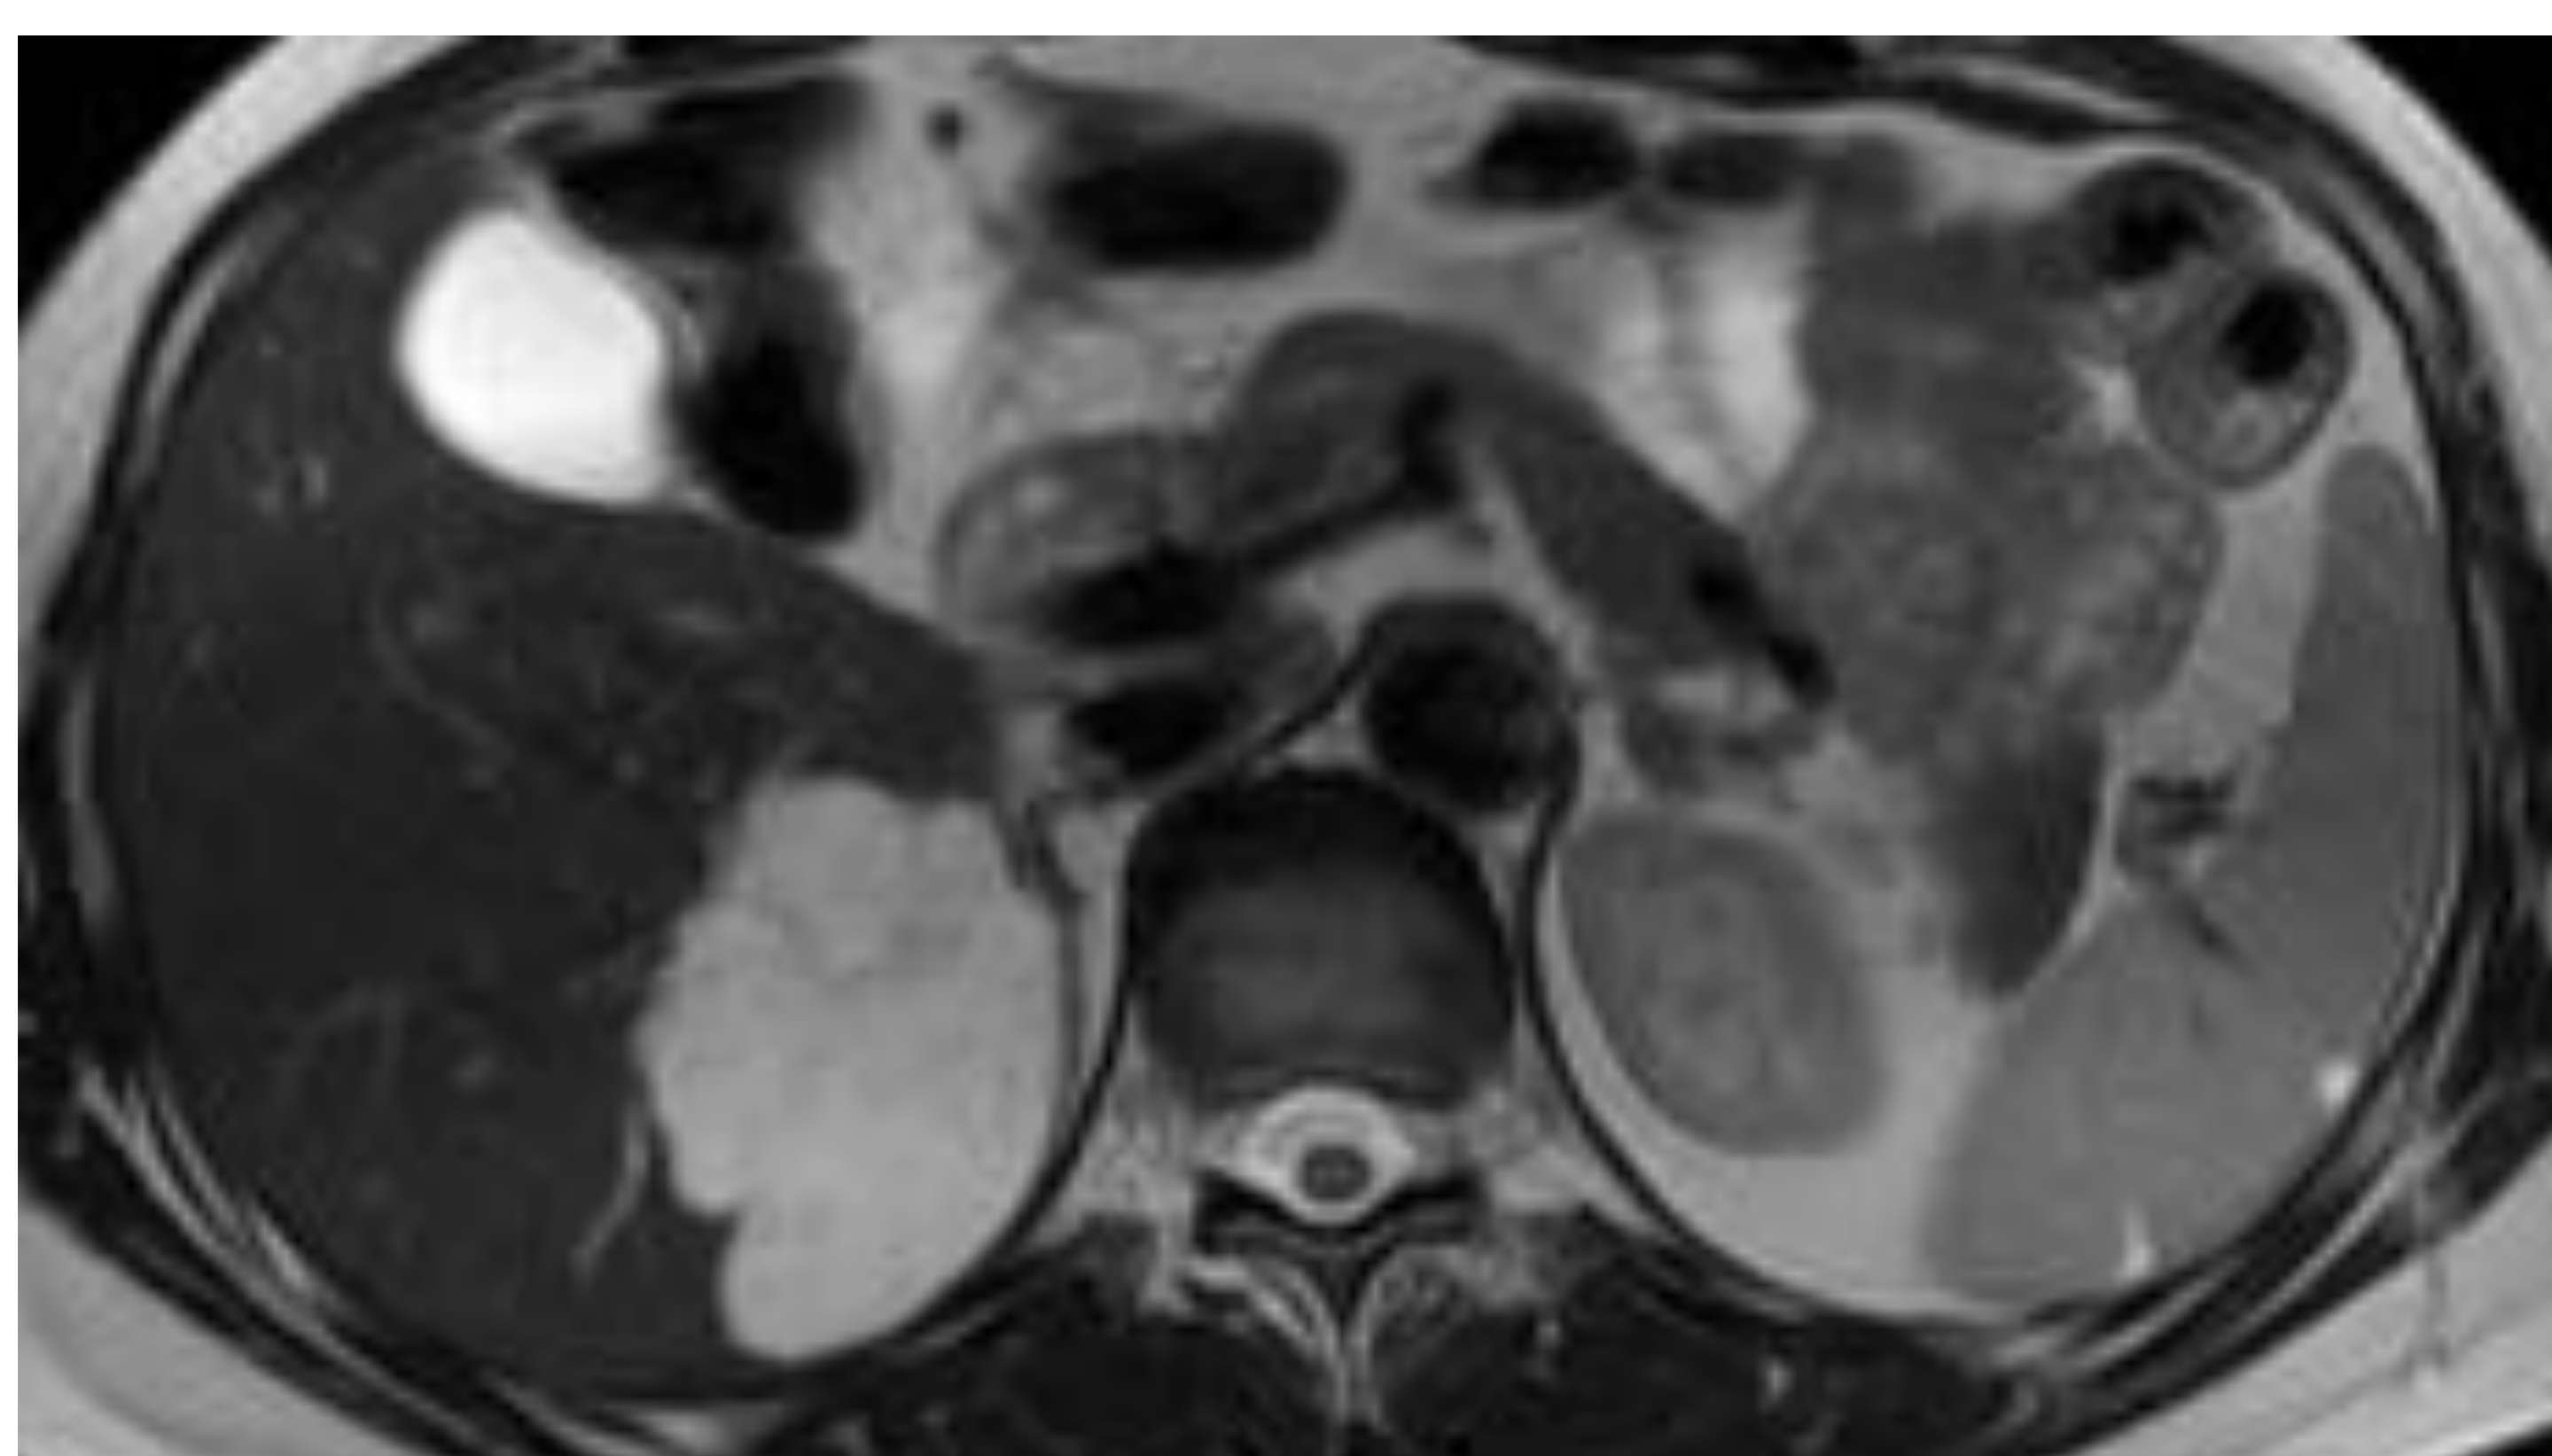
RM de abdomen (T2). LFH de bordes bien definidos e intensidad de señal superior a la del bazo, sugestiva de hemangioma.
